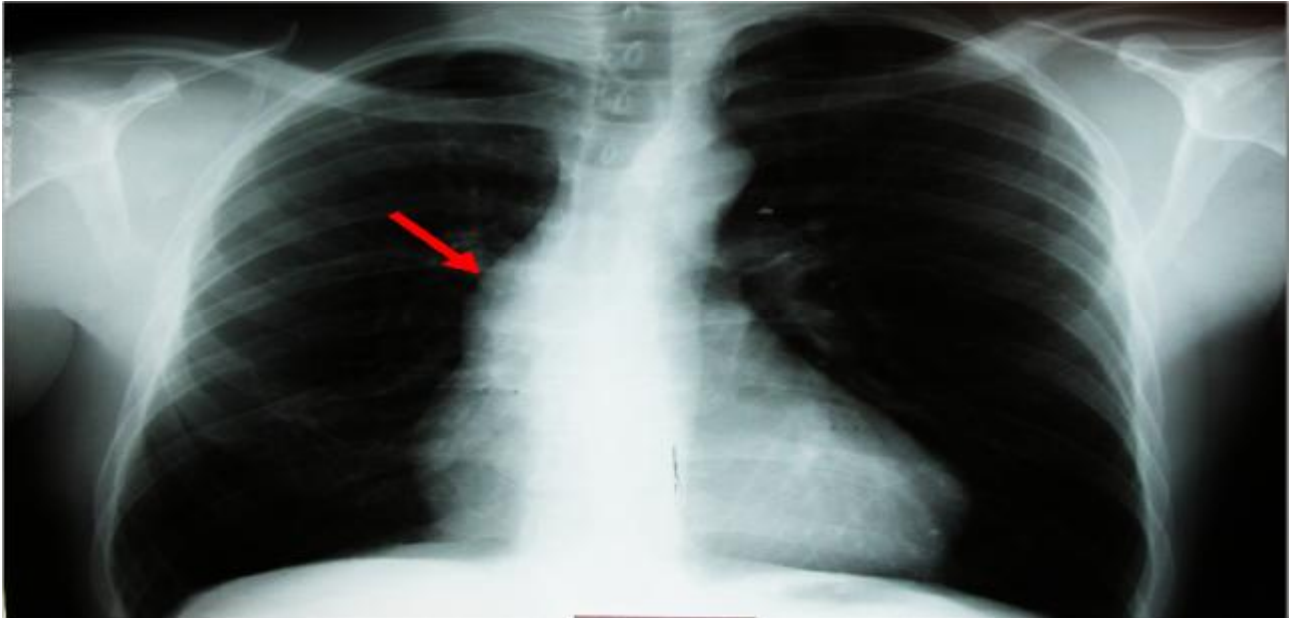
Figure {12} Radiographie de thorax de face chez un patient porteur d'une insuffisance aortique volumineuse dans le cadre d'une maladie annulo-ectasiant: débord de l'arc supérieur droit en faveur d'une dilatation de l'aorte ascendante.
